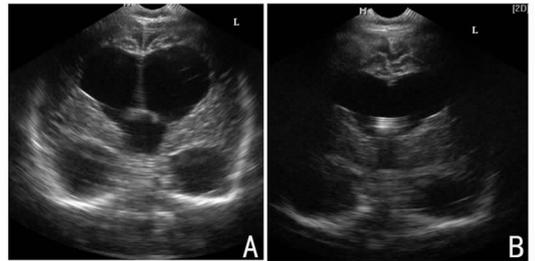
患儿头颅超声检查结果 A:入院时患儿头颅超声,双侧脑室扩张,深3.02cm,第3脑室冠状面宽径2.05cm。第4脑室稍增宽;B:治疗3个月后复查头颅超声,双侧脑室较前缩小,脑室深:左2.20cm,右2.23cm,第3脑室冠状面宽径0.90cm,较前缩小。第4脑室未见增宽。
